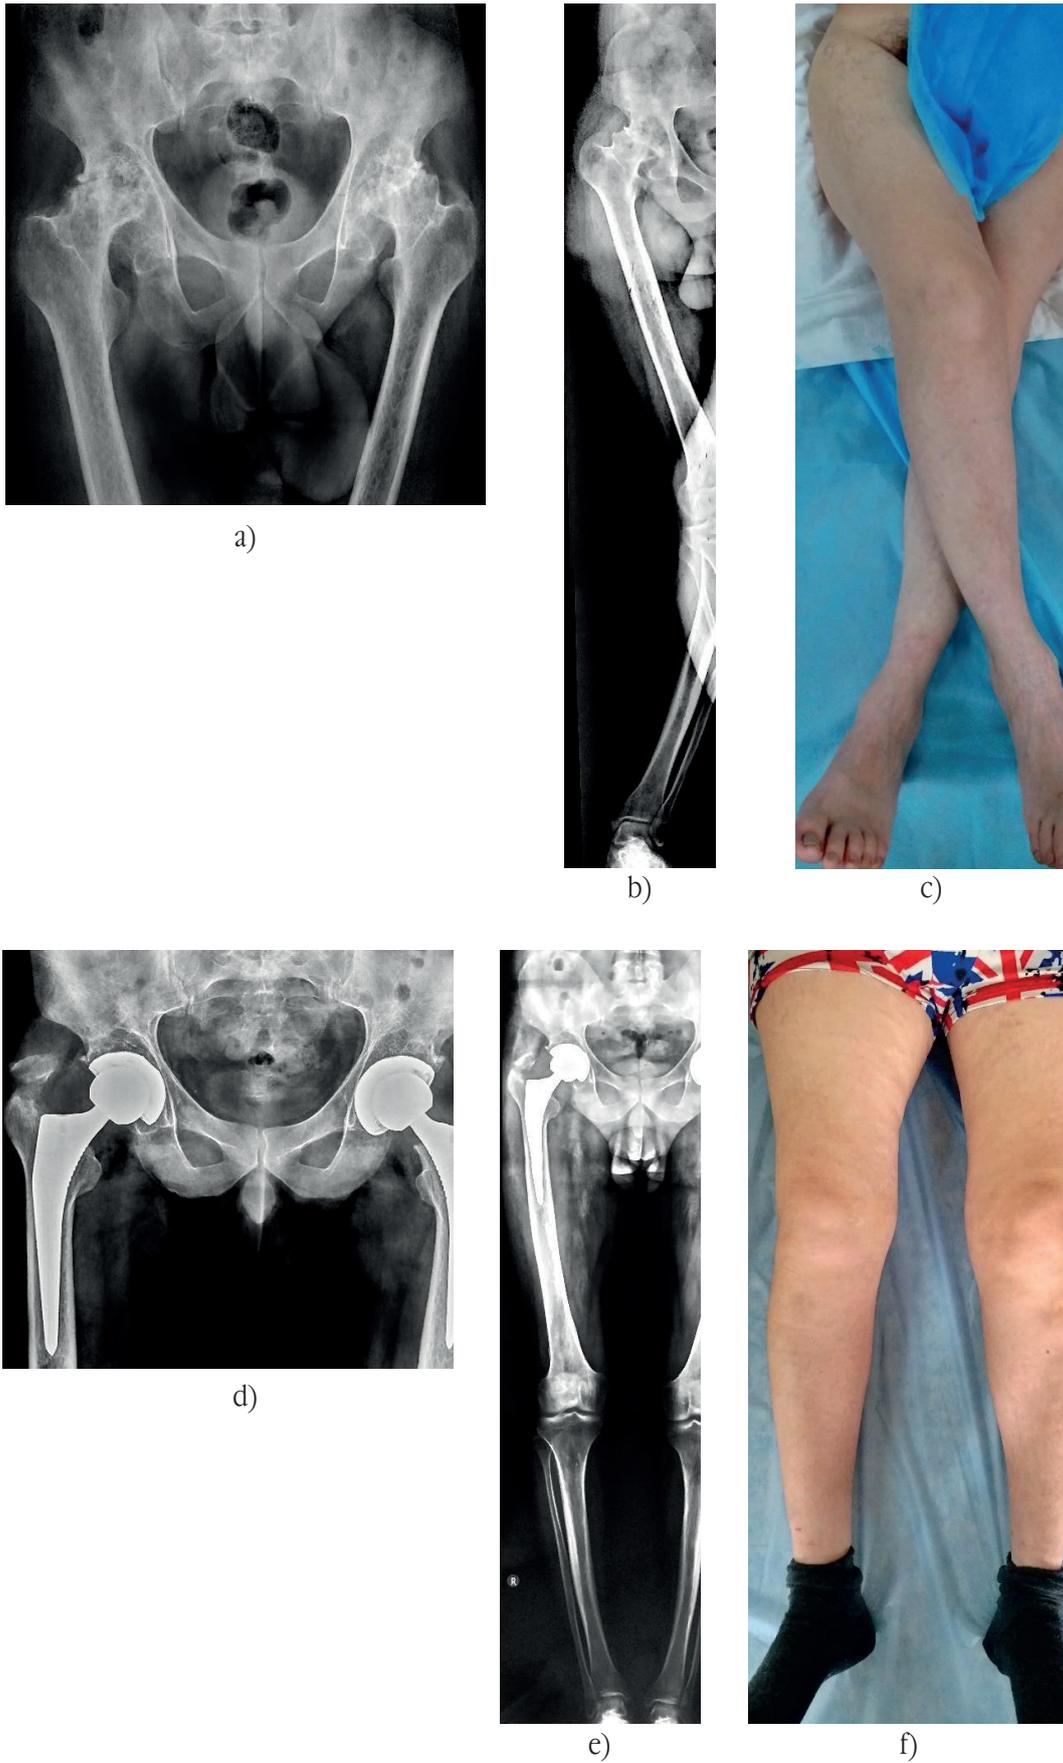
Пациент С., аваскулярный некроз головок бедренных костей на фоне приема гормонов: а, б) рентгенограммы до оперативного лечения; с) контрактура тазобедренных суставов в предоперационный период; d, e, f) рентгенограммы таза и вид нижних конечностей в послеоперационный период
